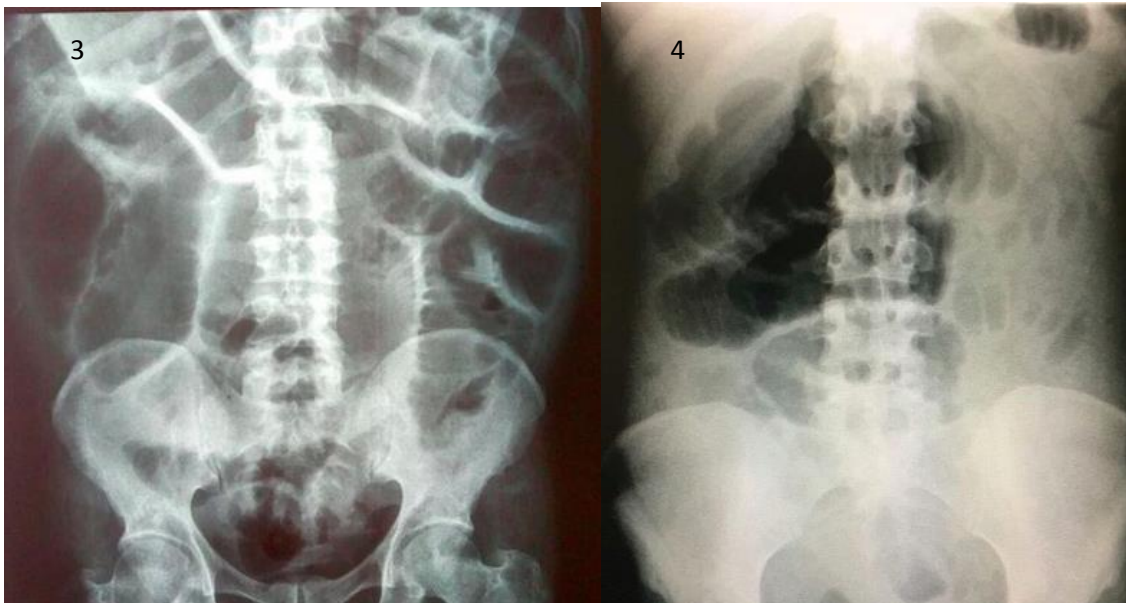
radiografia de tórax com ar subdiafragmático à direita (seta); Figura 2: radiografia de abdome com distensão de alças de intestino delgado, com padrão em pilhas de moeda; Figura 3: radiografia de abdome com distensão de alças colônicas; Figura 4: radiografia de abdome com distensão de alças de intestino delgado
